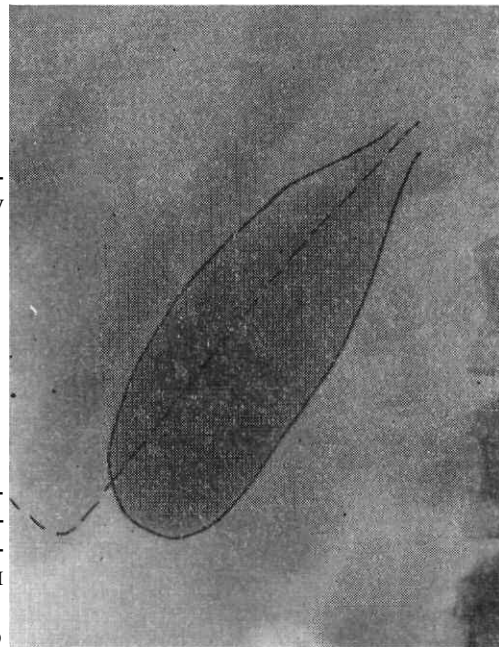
Рентгенограмма желчного пузыря в прямой передней проекции при горизонтальном положении больного. Желчный пузырь расположен параллельно нижнему краю печени (последний обозначен пунктиром).
